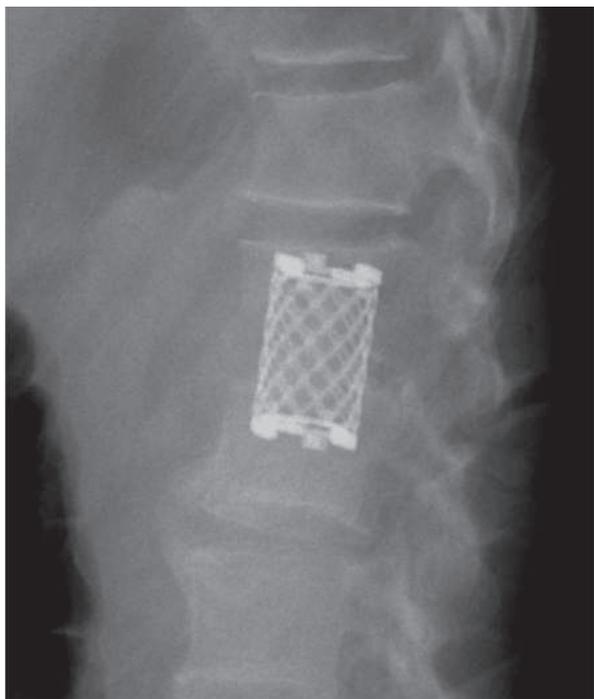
Рентгенография поясничного отдела позвоночника в боковой проекции. Состояние после переднебокового спондилодеза позвонков SynMesh
